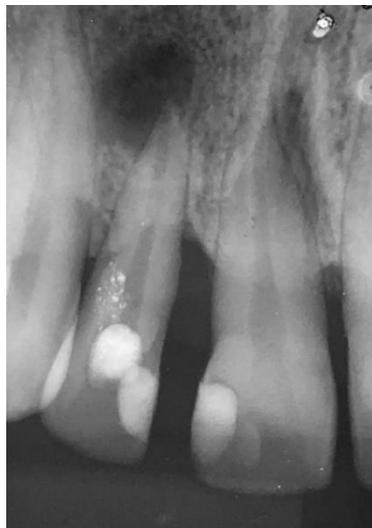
Radiografia de controle para observação de selamento de perfuração
